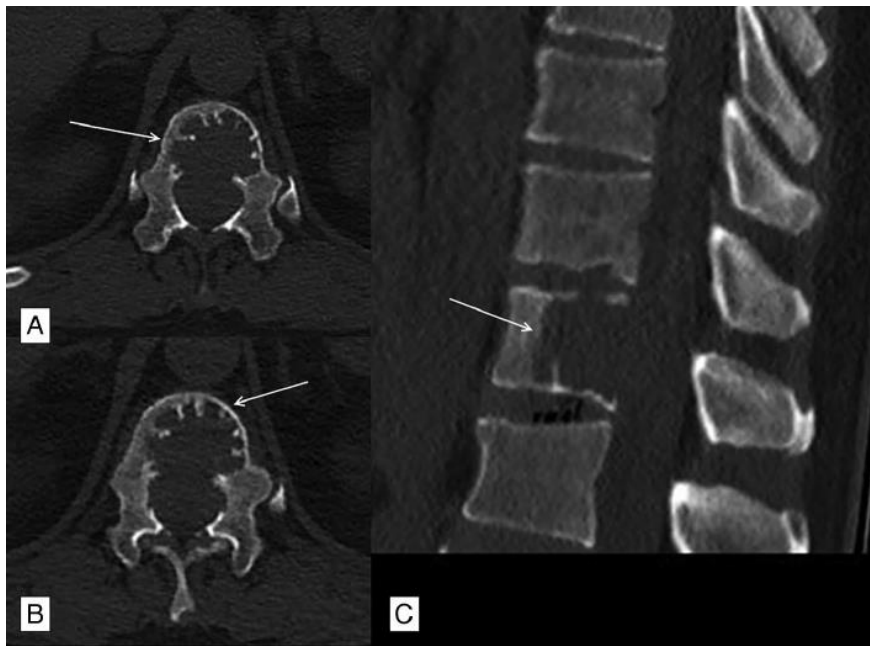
TDM en coupe axiale (A et B) et sagittale (C) sans contraste montrant une lésion ostéolytique avec un épaissement des corticales (flèches blanches) avec un aspect de "mini-brain".
